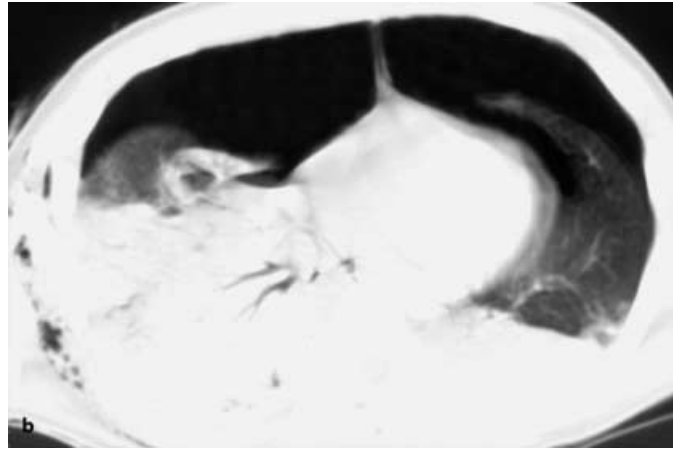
a, b. Lungenkontusion (CT): a Abgesehen von einem schmalen rechtsseitigen Pneumothorax und bilateralen Pleuraergüssen findet sich eine etwas inhomogene, insgesamt wenig intensive Transparenzminderung der angeschnittenen rechtsseitigen Lungenabschnitte als Ausdruck kontusioneller
